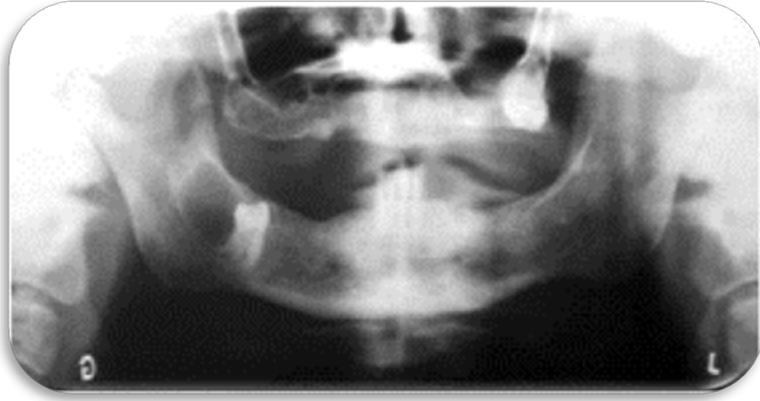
Radiografía panorámica que muestra una lesión radiolúcida asociada a tercer molar incluido, de bordes bien definidos, unilocular e intraósea.<sup>24</sup>
